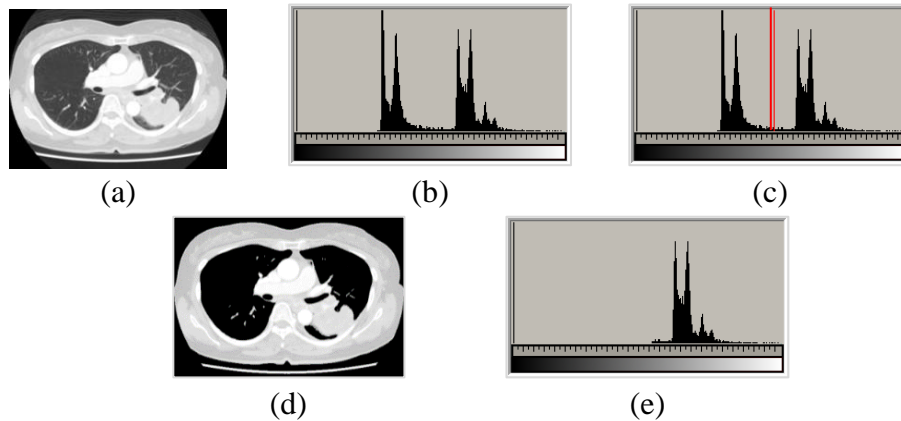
(a)原始 CT 影像，(b)原始 CT 影像的直方圖，
